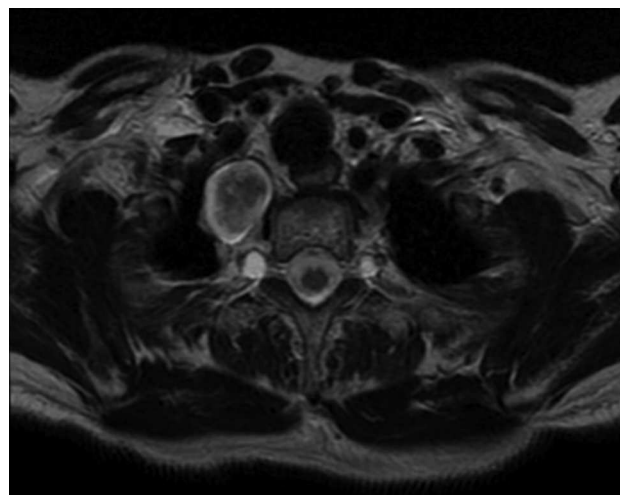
Resonancia magnética de unión cervico-torácica. Corte axial en T2. Lesión ovoidea bien definida en mediastino superior.
